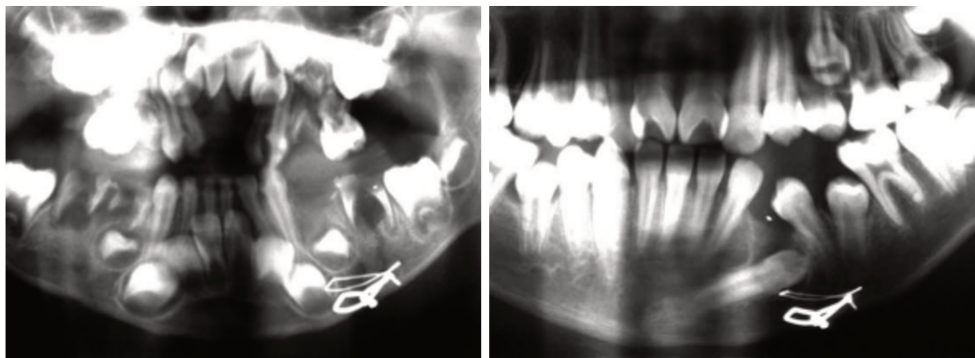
Radiographies panoramique post fracture symphysaire gauche chez un enfant de 4 ans et contrôle 8 ans plus tard (48)
